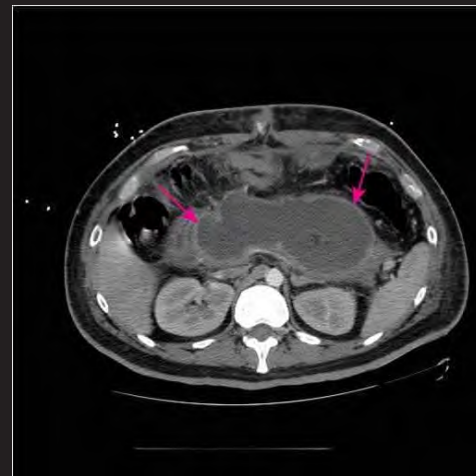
Tomografía axial computarizada del páncreas
